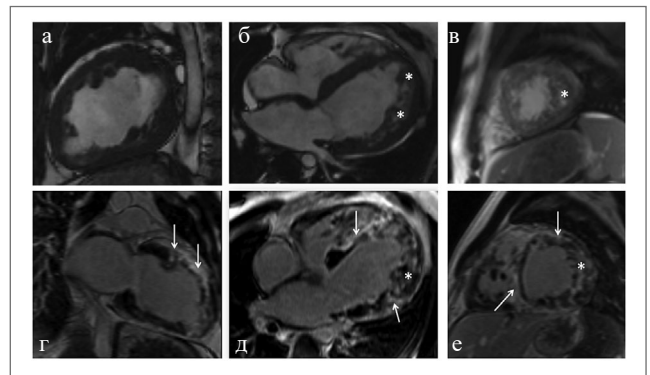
МРТ сердца в кино-режиме, SSFP-последовательность: а – длинная ось, двухкамерная проекция; б – длинная ось, четырехкамерная проекция; в – короткая ось; *слой НМ толщиной до 20–22 мм; г–е – отсроченное контрастирование, IR-последовательность с подавлением сигнала от миокарда. Стрелки указывают на обширные зоны контрастирования некоронарогенной природы, расположенные субэпикардially в миокарде передней и боковой стенок ЛЖ, в МЖП со стороны правого желудочка, а также затеки контрастного препарата между трабекулами НМ.
